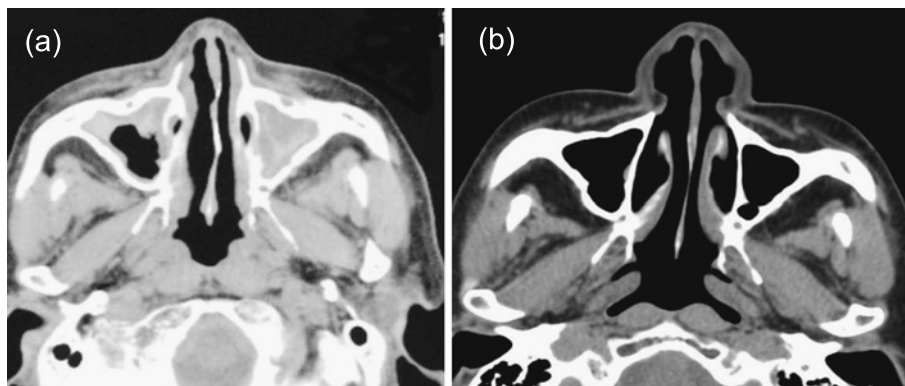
Head CT showing eosinophilic sinusitis. Before treatment (a) and after treatment (b).
